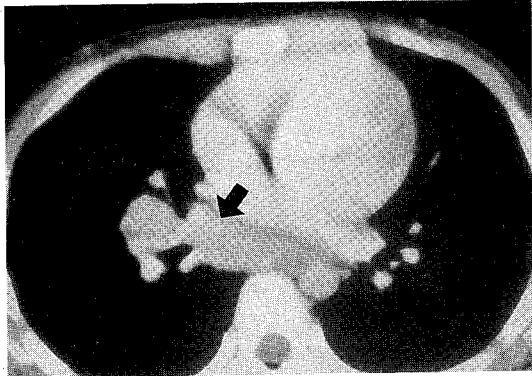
Contrast enhanced chest CT shows right hilar and subcarinal lymph node enlargement.
